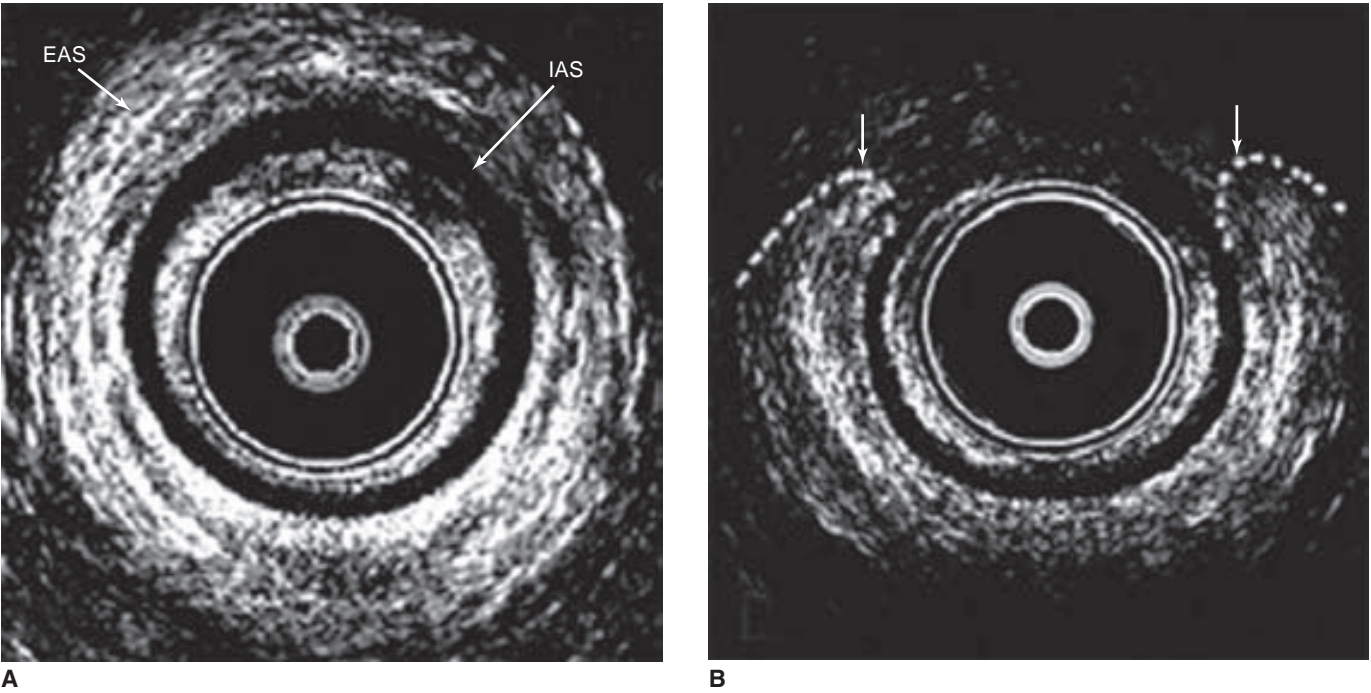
Ultrasonografía endoanal de una mujer con esfínteres anales normales (A) y con defectos anteriores en los músculos de los esfínteres anales externo e interno (B). Las líneas punteadas y las flechas en la sección B indican los extremos del EAS desgarrado. IAS = esfínter anal interno; EAS = esfínter anal externo.
